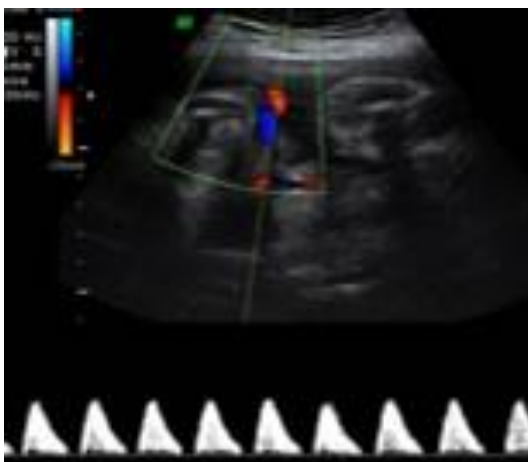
image objectivant le doppler ombilical pathologique de J2 avec une diastole nulle.
